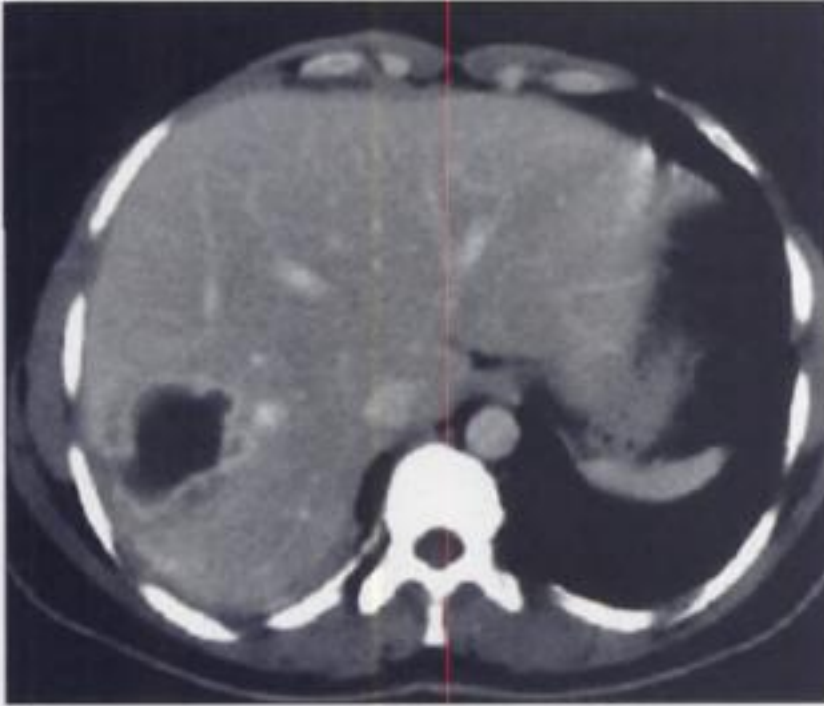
Échographie : kyste biliaire simpleFigure 3 : Échographie : kyste hydatique calcifié (type 5), aspect en « coquille d'œuf »Figure 4 : TDM : kyste hydatique
